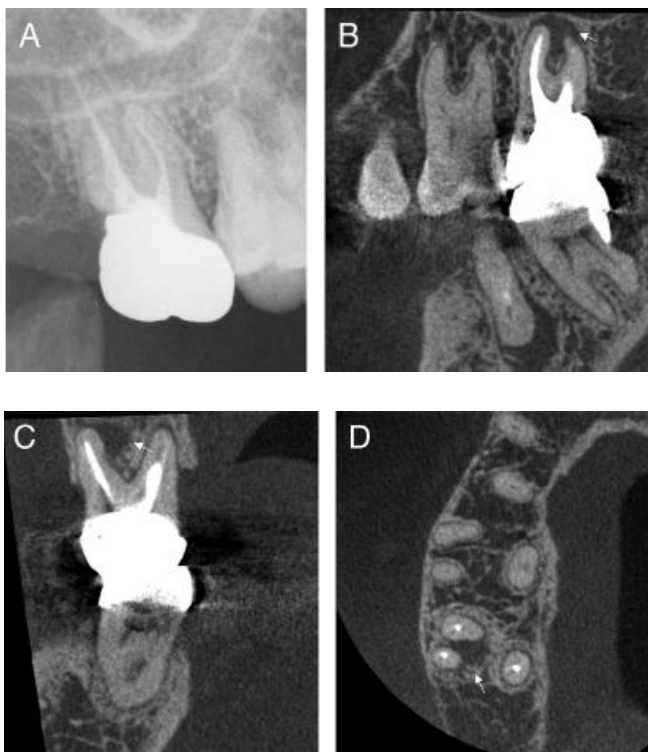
Segundo molar superior derecho. (A) No se observó lesión periapical en la radiografía dentoalveolar. (B) plano coronal, (C) plano sagital, y (D) plano axial con imágenes CBCT. Se observó una lesión periapical (flechas) entre las raíces mesiovestibular y distovestibular <sup>21</sup>.
